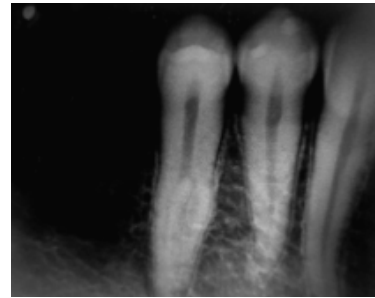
Radiografía de diagnóstico
